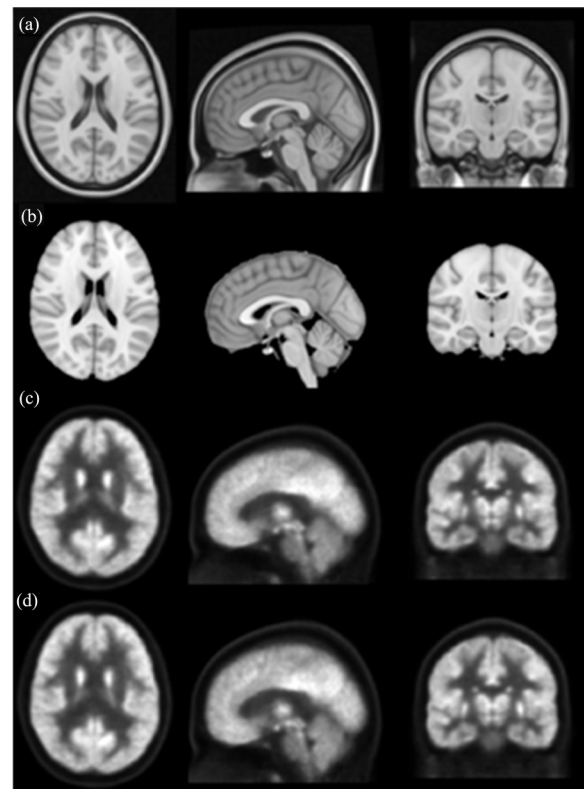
包含颅骨MRI模板(a)、去颅骨MRI模板(b)、PET标准模板(c)和对齐的PET标准模板(d)
